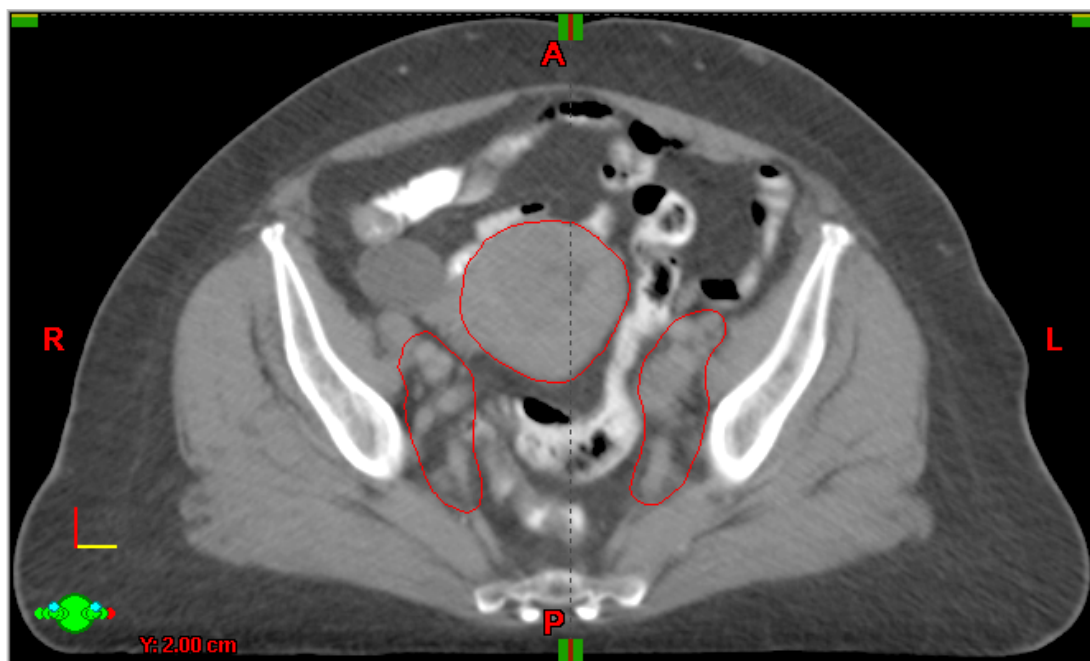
Ilustração do delineamento do CTV na tomografia de simulação, neste corte exemplificando drenagem linfonodal e corpo uterino (Id: 04).
